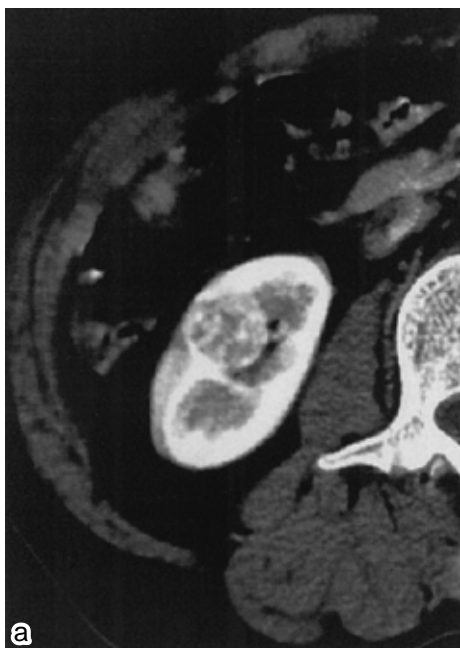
a 右腎下極にダイナミック CT 早期相で富血管性の腫瘍が見られ腎癌に一致する。
